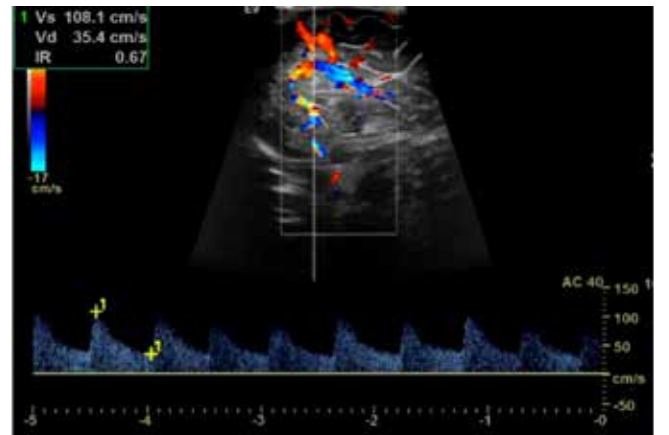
US com Doppler artéria cerebral média habitual.
